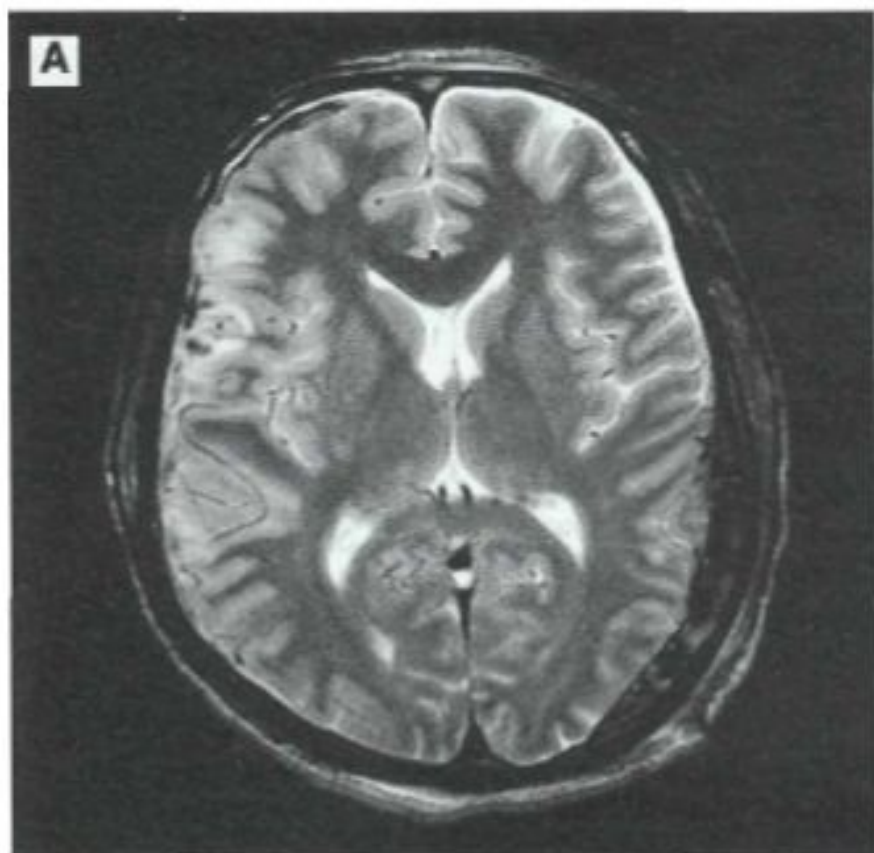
2. Острая субдуральная гематома левой теменно-височной области. МРТ.
